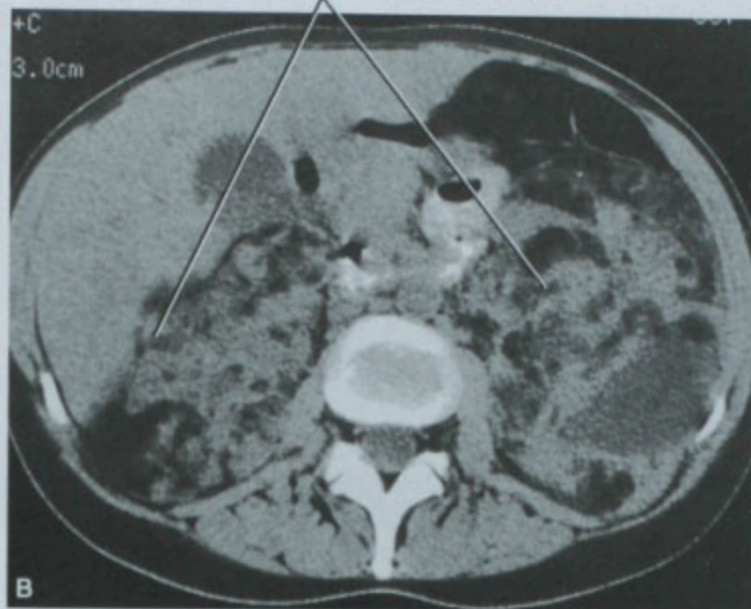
伴有结节性硬化的 AML 患者的超声 (A) 及 CT (B) 图像。超声很难对这些弥散的肾脏病变定性,而这例患者的 CT 对于肾脏的诊断与随访十分有用
